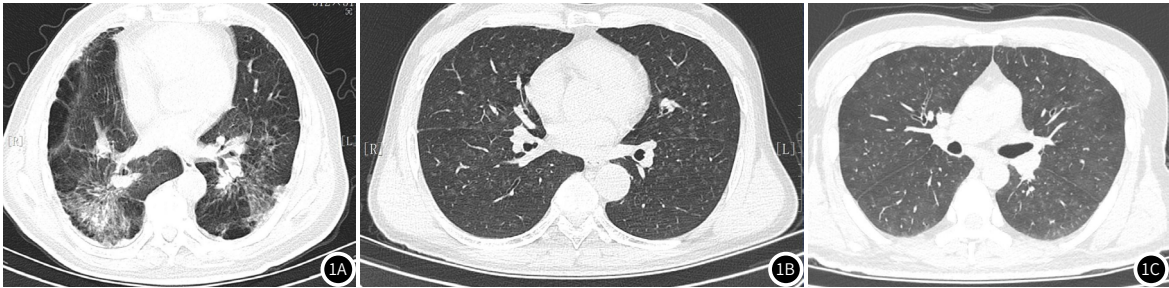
图1C 尘肺、尘肺合并肺部感染患者CT表现的影像学图片。
